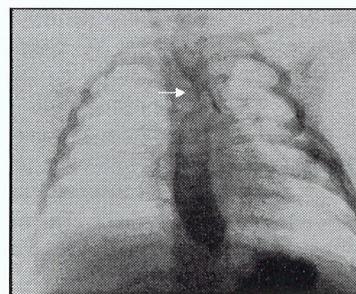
Radiografia contrastada com imagem de indentação esofágica
